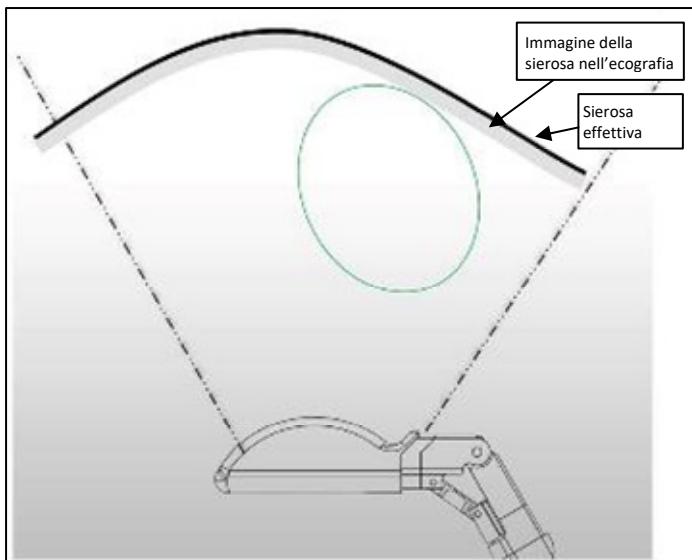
L'immagine ecografica della sierosa può essere ispessita verso il trasduttore, a causa dello spessore finito degli strati
